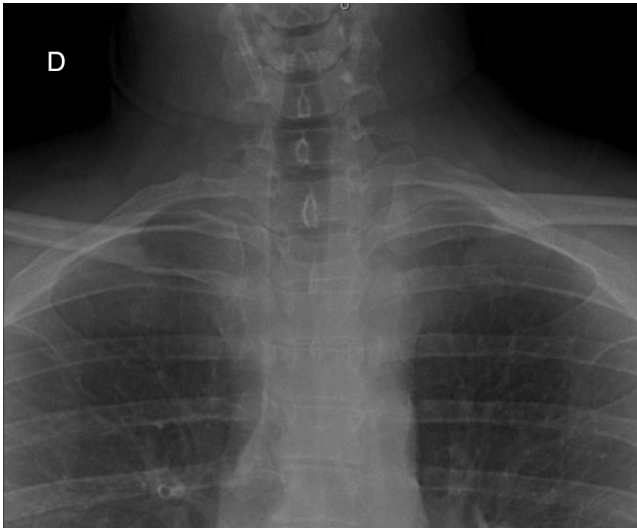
Radiografia na incidência de *serendipity* na qual se nota um desvio anterior da articulação esternoclavicular direita.
